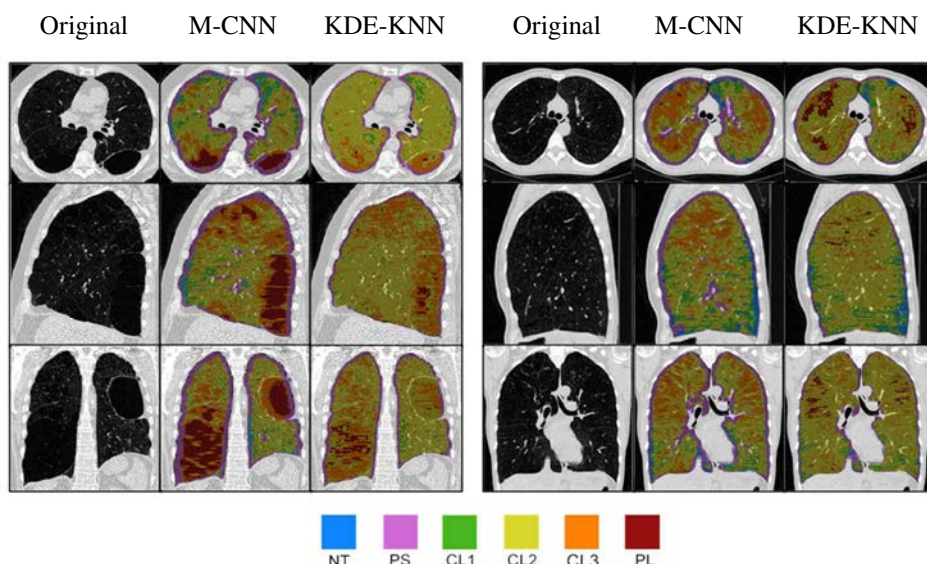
Resultados de clasificación para dos casos distintos de TAC pulmonar. (Primera columna) Imágenes TAC originales. (Segunda Columna) Resultados con el método propuesto. (Tercera columna) Resultados con el método de referencia.
